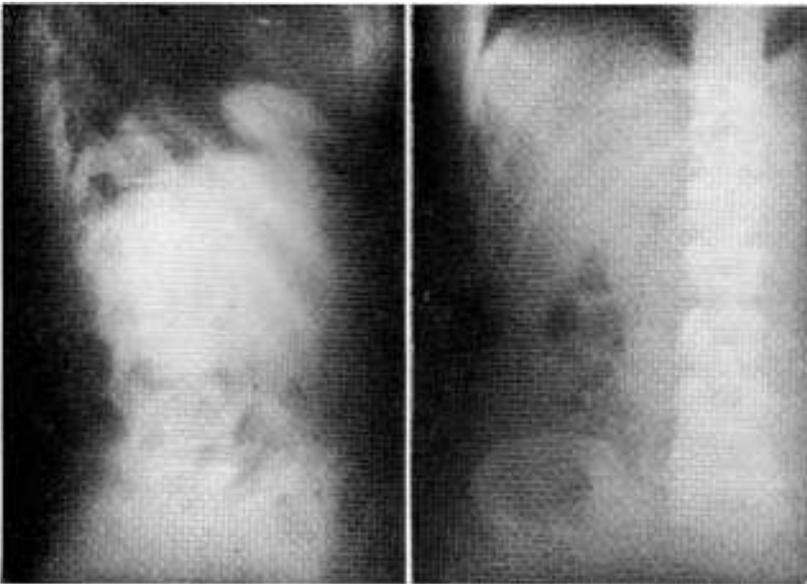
Radiografía simple de hipocondrio derecho, frente y perfil. Aumento del área hepática. No hay elevaciones ni deformaciones del diafragma, ni imágenes cálcicas.
